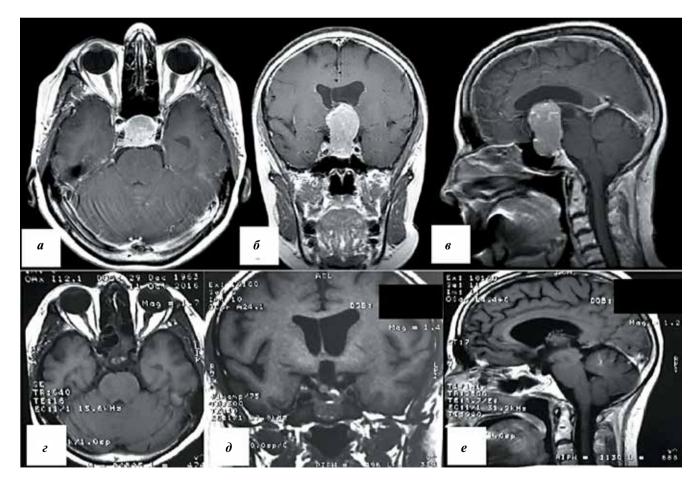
Магнитно-резонансная томография пациентки № 10 в T1-режиме: a-в- до операции, аксиальная (а), коронарная (б), сагиттальная (в) проекции; z-e- через 4 мес после операции, аксиальная (г), коронарная (д), сагиттальная (е) проекции
